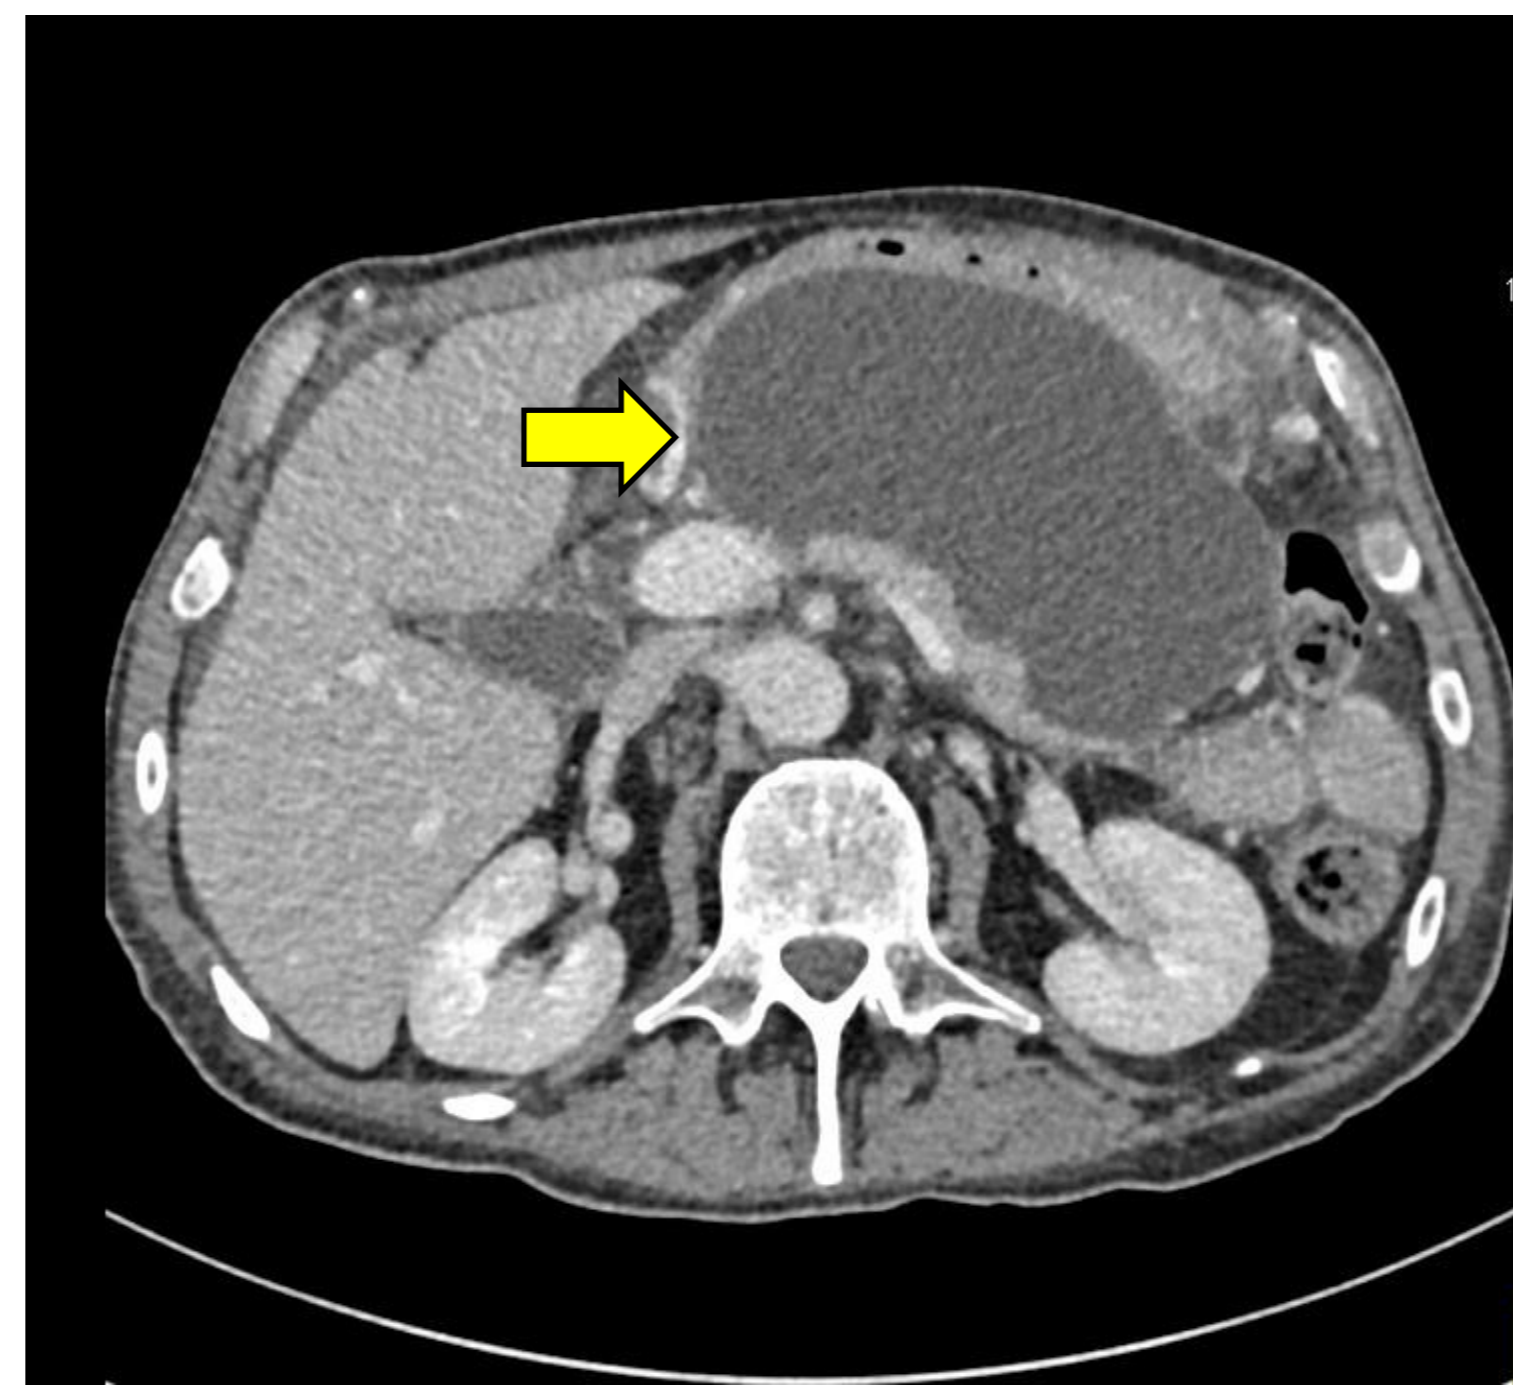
TDM abdomino-pelvienne en coupes axiales mettant en évidence une pancréatite aiguë nécrosante compliquée d'un volumineux pseudo-kyste
